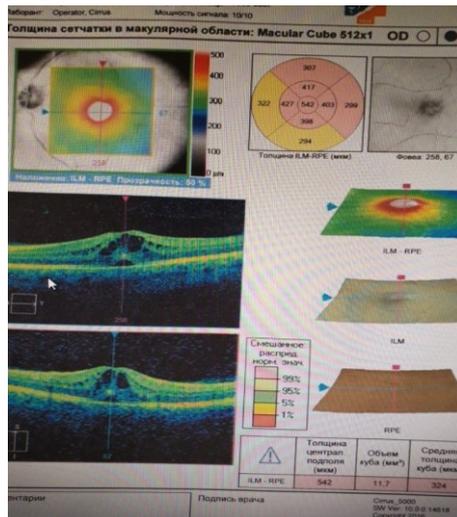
КТ до лечения (Максимальная толщина сетчатки 542 микрон)
